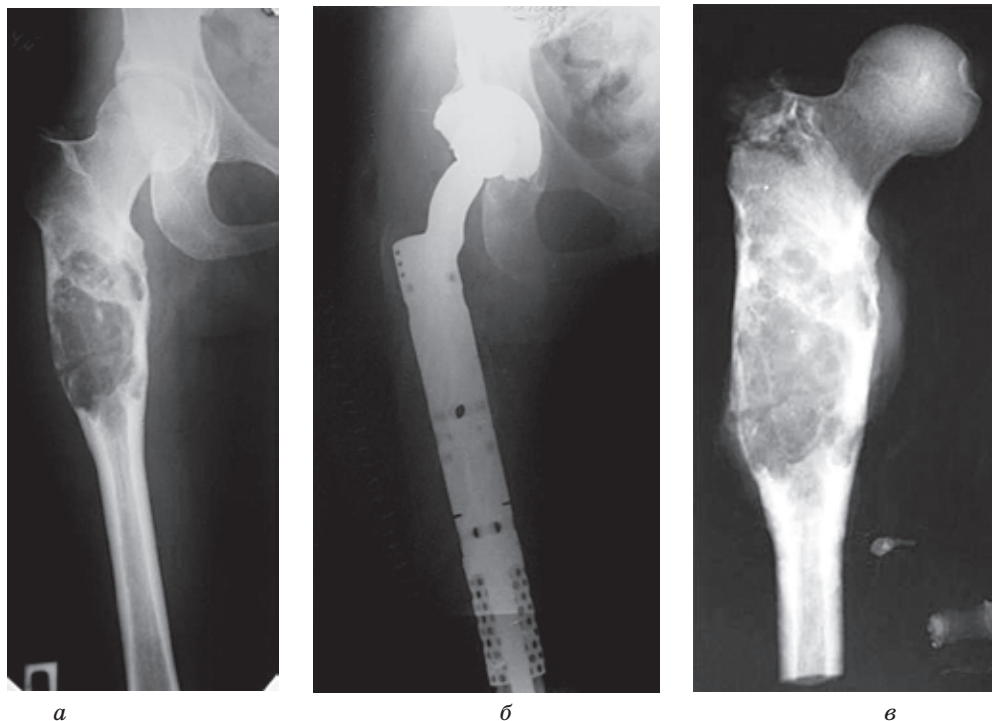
Фотовідбитки рентгенограм пацієнтки П., 30 р. з діагнозом хондросаркома в/З правої стегнової кістки $T_2N_0M_0$, II ст., II кл. гр.
